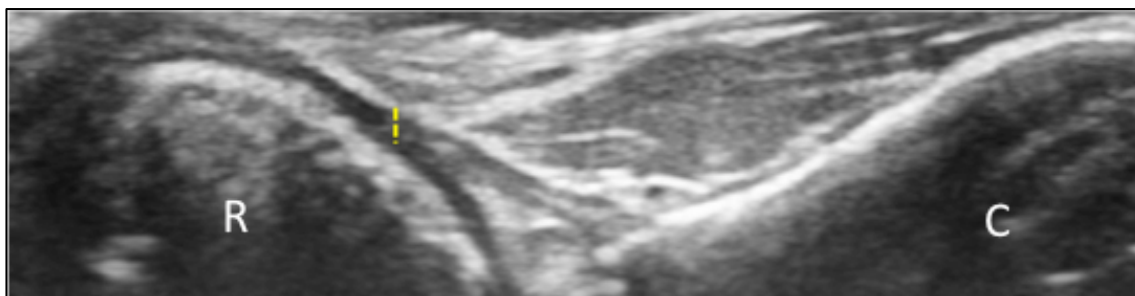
Visión axial del antebrazo mediante ecografía. Se señala mediante la línea amarilla el grosor del ligamento a su salida del cuello de radio en dirección al cúbito. R: Radio, C: Cúbito.
